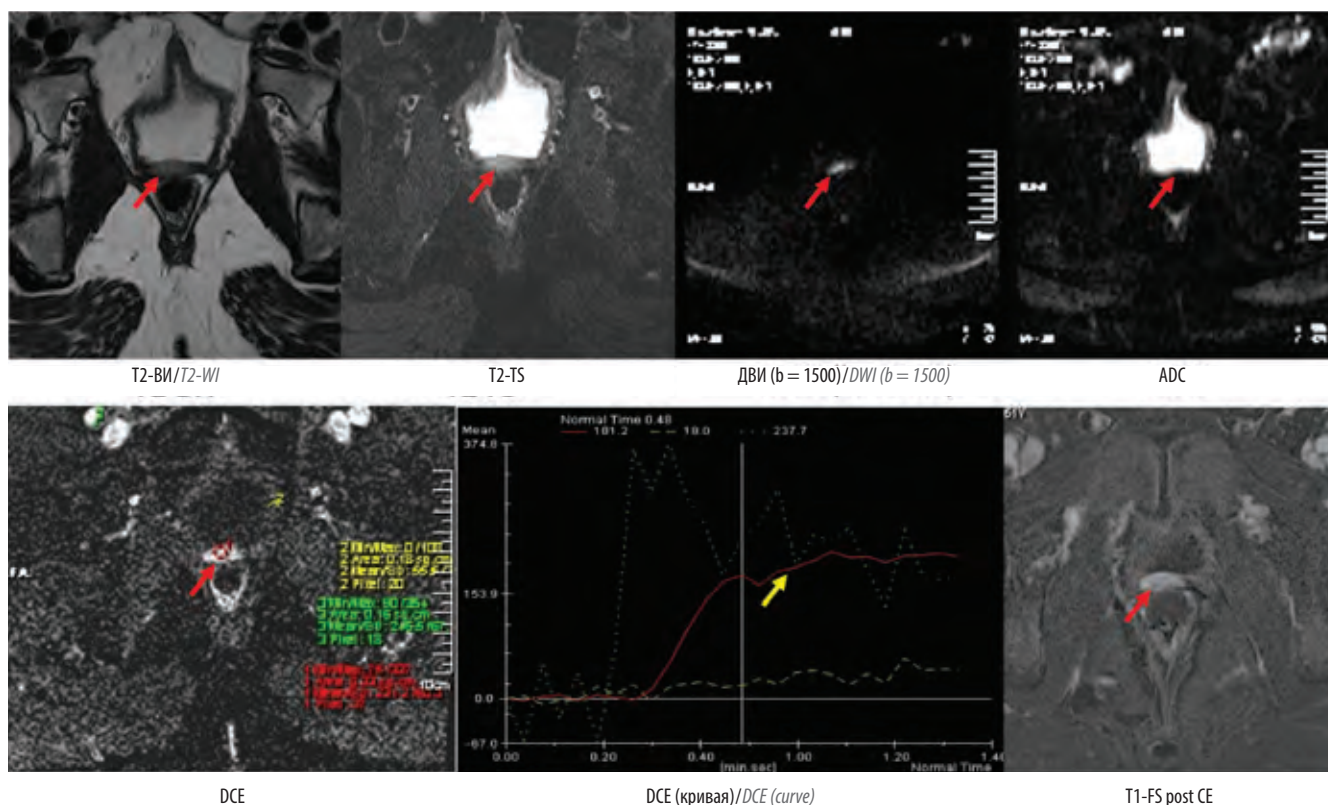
Мультипараметрическая магнитно-резонансная томография органов малого таза с контрастным усилением. В ложе удаленной предстательной железы (область задней стенки мочевого пузыря) определяется солидное образование (красная стрелка) с быстрым и активным накоплением магнитно-резонансного контрастного препарата (желтая стрелка). Совокупные релаксационные характеристики соответствуют местному рецидиву рака предстательной железы. Здесь и на рис. 2: T2-WI – T2-взвешенное изображение; T2-FS – T2-взвешенное изображение с селективным подавлением сигнала от жировой ткани; DWI – диффузионно-взвешенное изображение; ADC – карта измеряемого коэффициента диффузии; DCE – динамическое контрастное усиление; T1-FS post CE – постконтрастное T1-взвешенное изображение с селективным подавлением сигнала от жировой ткани
